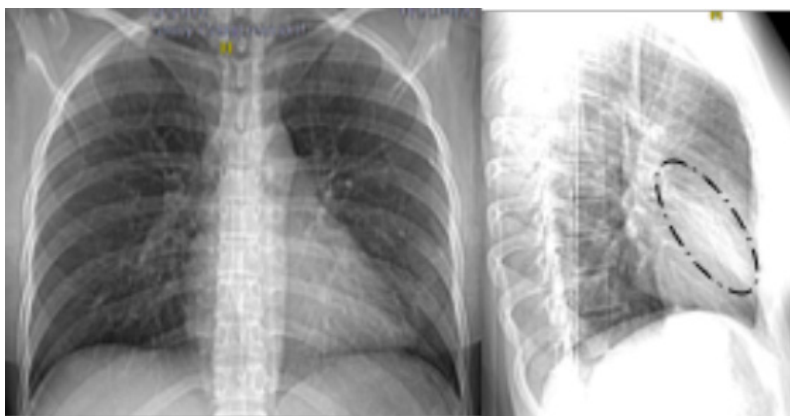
Radiografía tele de tórax y la lateral izquierda en donde se reporta un infiltrado pulmonar bilateral con mayor afectación de pulmón izquierdo acompañada en la radiografía lateral de atelectasia de segmentos lingulares (círculo negro).
